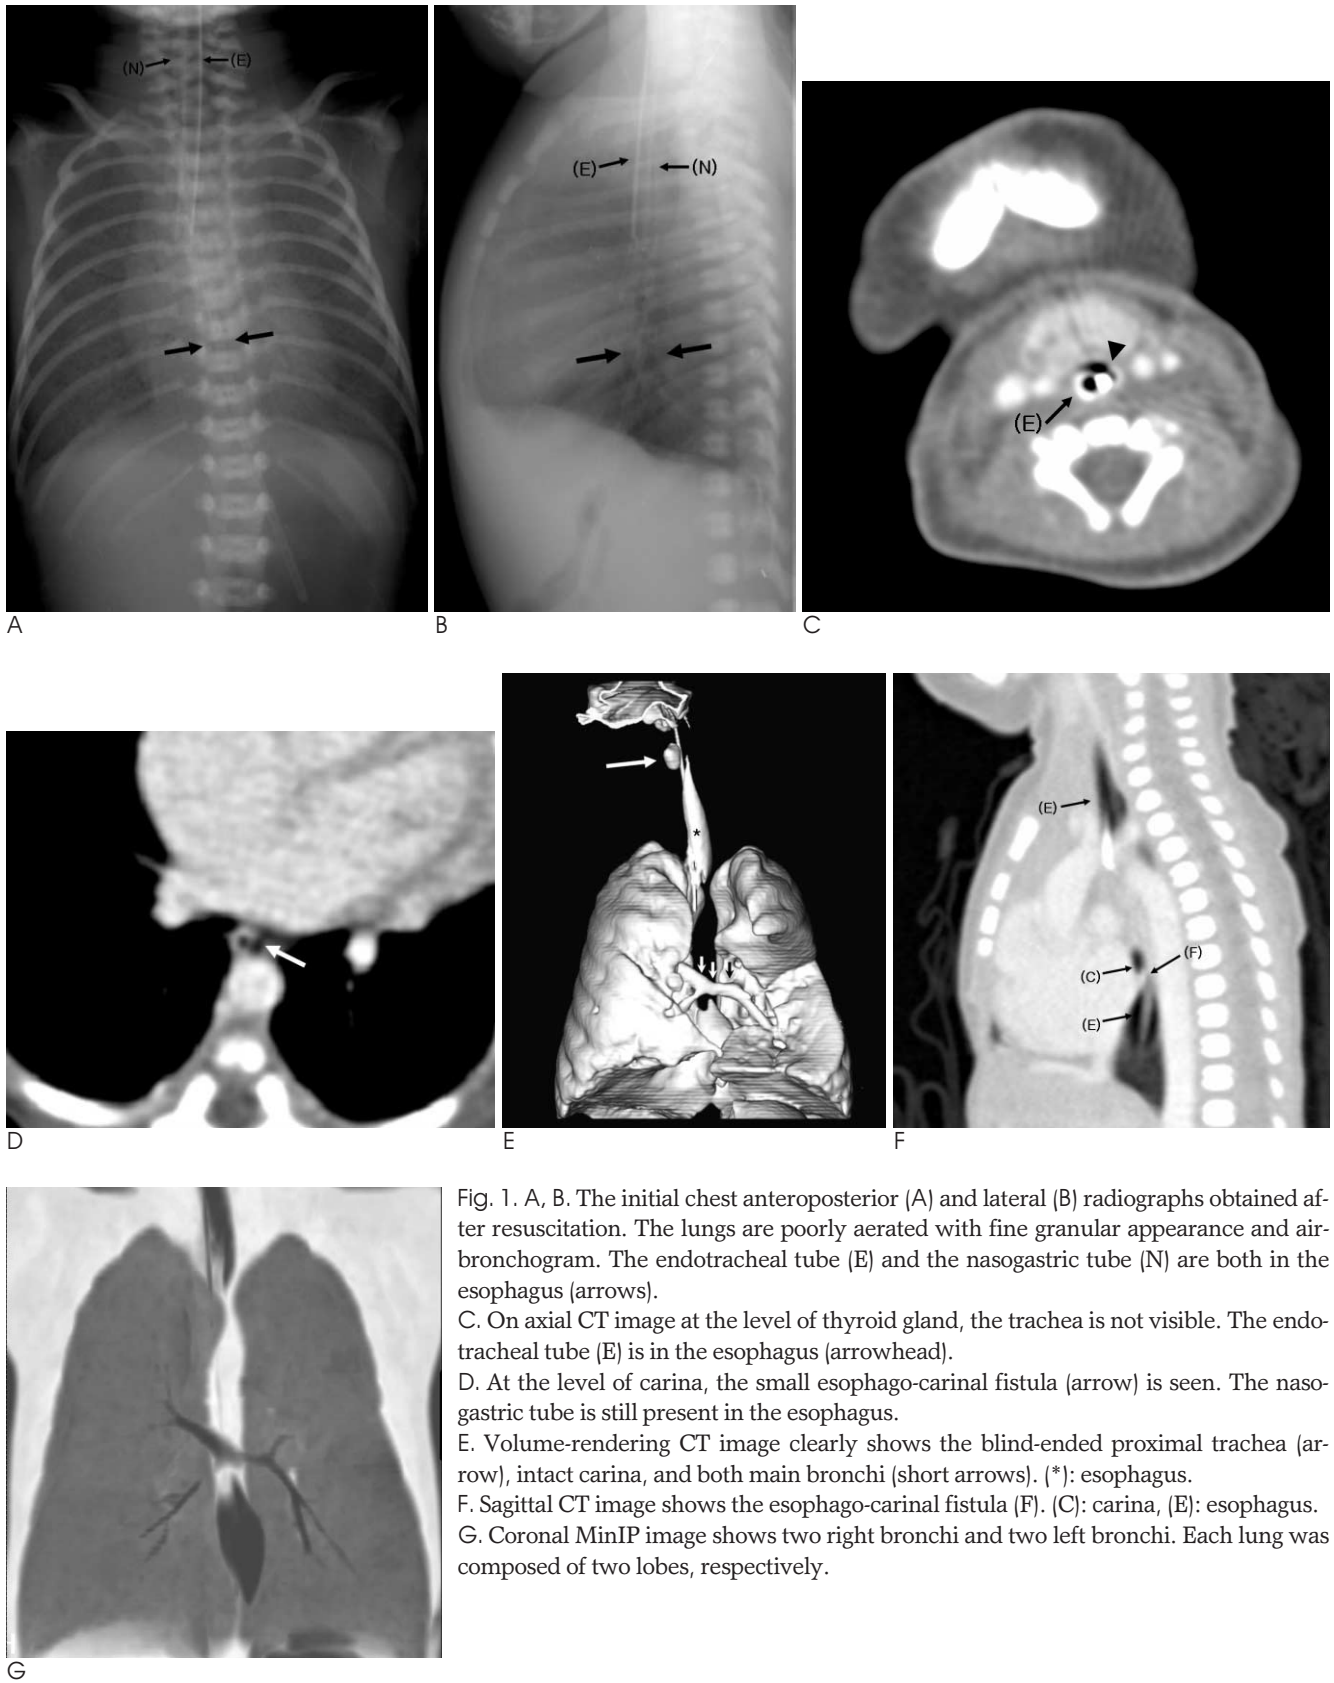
A, B. The initial chest anteroposterior (A) and lateral (B) radiographs obtained after resuscitation. The lungs are poorly aerated with fine granular appearance and air-bronchogram. The endotracheal tube (E) and the nasogastric tube (N) are both in the esophagus (arrows).
